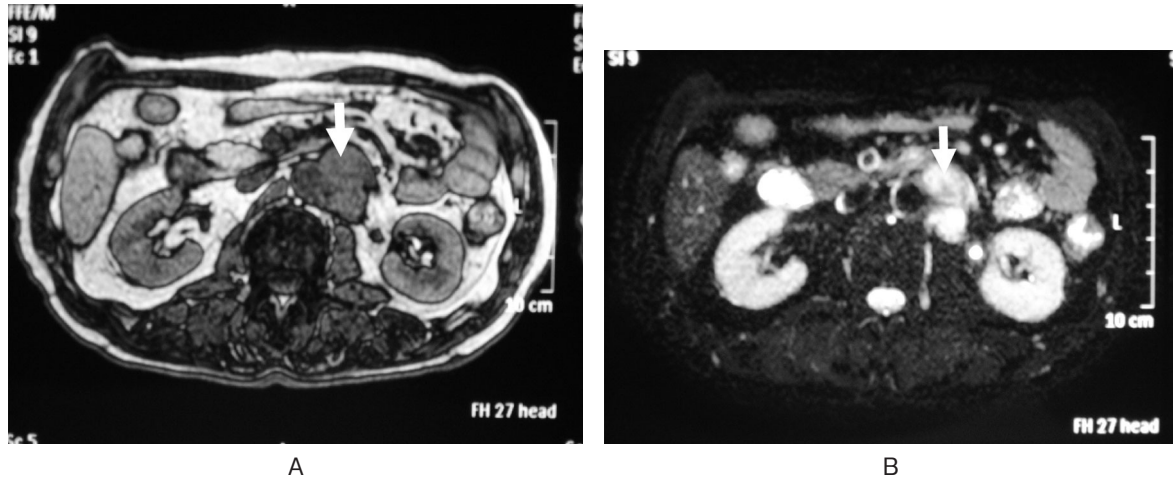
(A): T1 weighted MRI reveals a heterogeneous hypointense mass (arrow). (B): T2 weighted MRI reveals a heterogeneous hyperintense mass (arrow).
